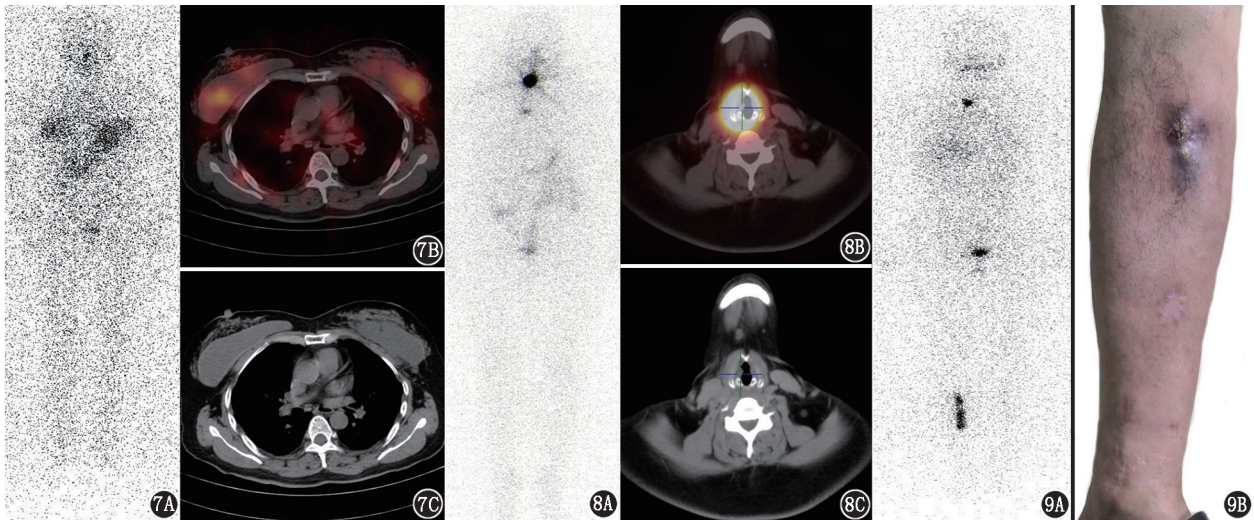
甲状腺癌术后患者(女,60 岁)¹³¹I 全身显像(7A)及 SPECT/CT 显像(7B,7C)图。可见双侧乳腺假体显像剂摄取增高 图 8 甲状腺癌术后、喉部炎性反应患者(女,40 岁)¹³¹I 全身显像(8A)及 SPECT/CT 显像(8B,8C)图。可见喉部显像剂浓聚灶,CT 见右侧声带增厚伴结节样凸起 图 9 甲状腺癌术后、右侧小腿外伤患者(男,38 岁)¹³¹I 全身显像图(9A)及右侧小腿外观图(9B)。右侧小腿外伤区域见条形显像剂浓聚灶,另见右上纵隔及双肺多发放射性增高灶
